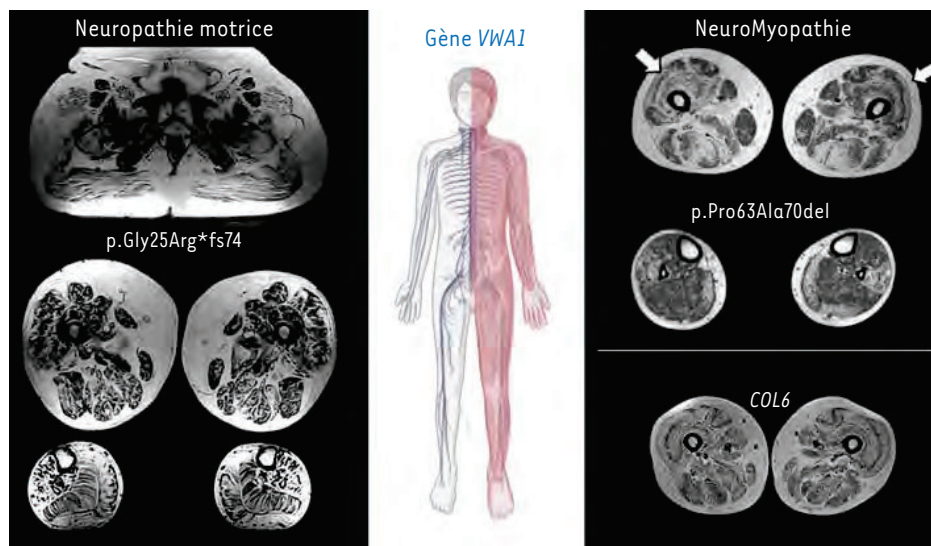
IRM (Imagerie par résonance magnétique) musculaire de deux patients porteurs de mutations du gène VWA1. À gauche, patient présentant une neuropathie motrice avec une atrophie graisseuse importante des fessiers, en mottes dans les quadriceps et à moindre degré dans les jambes. À droite, patient présentant une atteinte mixte en électromyographie nommée « neuromyogène ». La topographie de l'involution graisseuse se situe au pourtour et le long de la périphérie du vaste latéral, épargnant la partie centrale du muscle. Cet aspect dit « en sandwich » (flèches) ressemble à celui observé dans les myopathies liées au collagène VI (IRM de cuisses d'un patient porteur d'une mutation du gène COL6 en bas à droite). Images d'IRM musculaires extraites de l'article Deschauer et al. 2021 [12] (© Tanya Stojkovic. Créé avec BioRender)
